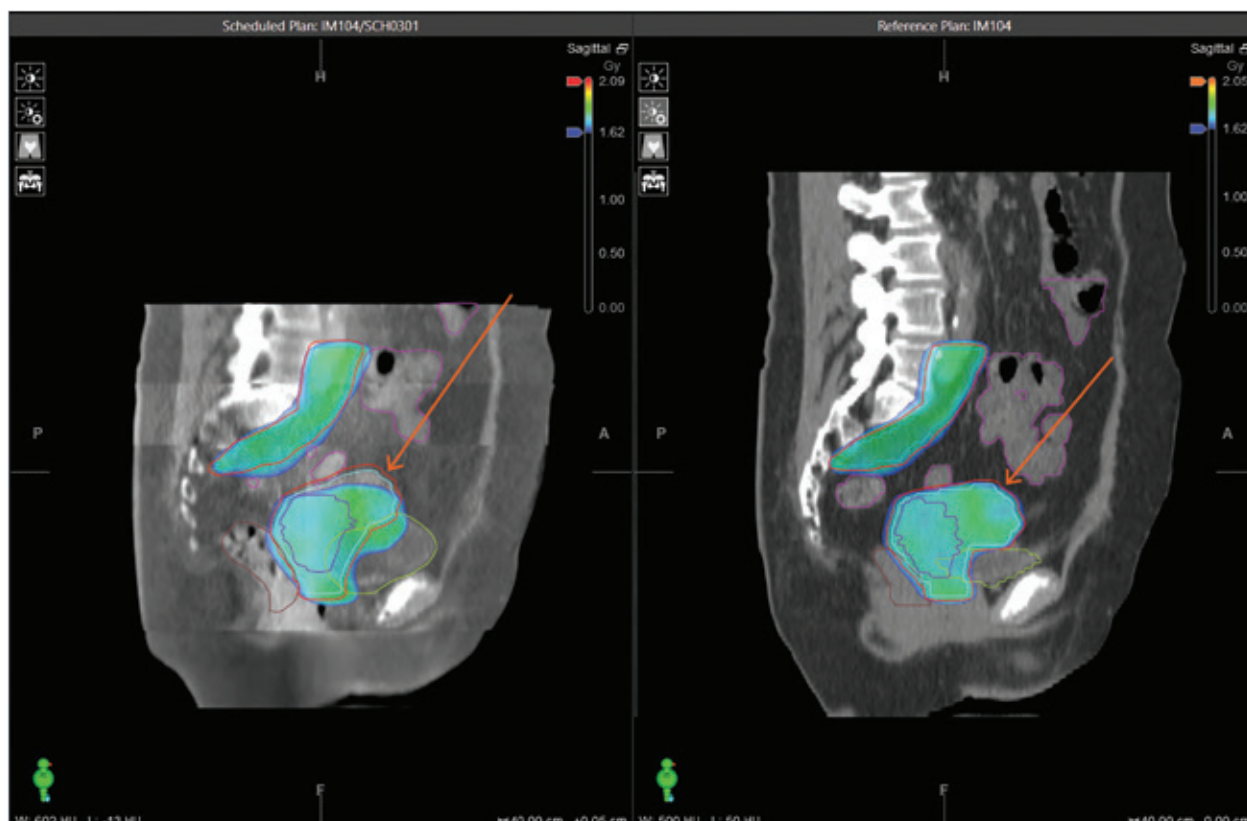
À gauche : distribution de dose du plan initial recalculée sur l'imagerie du jour (CBCT); à droite : distribution de dose du plan initial calculée sur l'imagerie du CT de planification.
